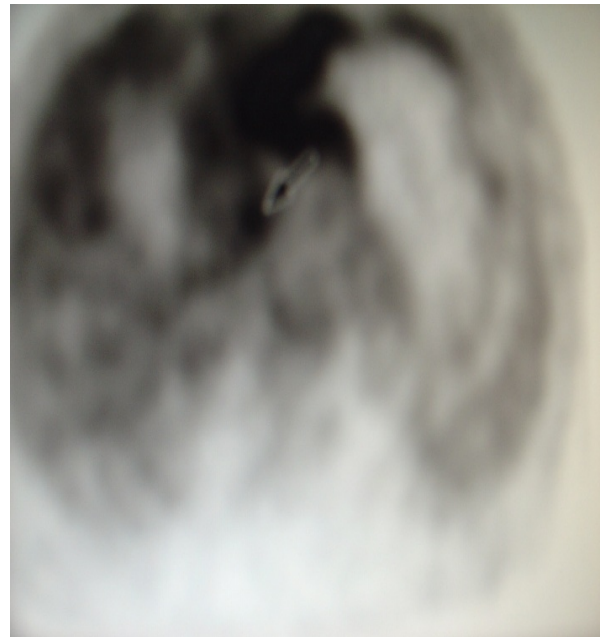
ПЕТ/КТ: група метастазів черевної порожнини
